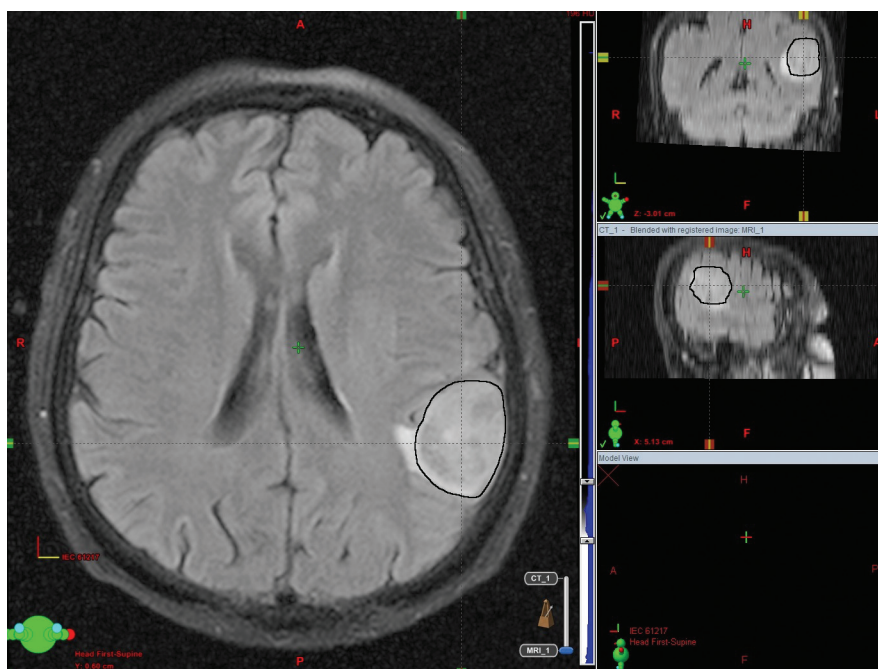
Оконтурирование предоперационного GTV (черный) по данным совмещения изображений предоперационной МРТ и предтерапевтической КТ
